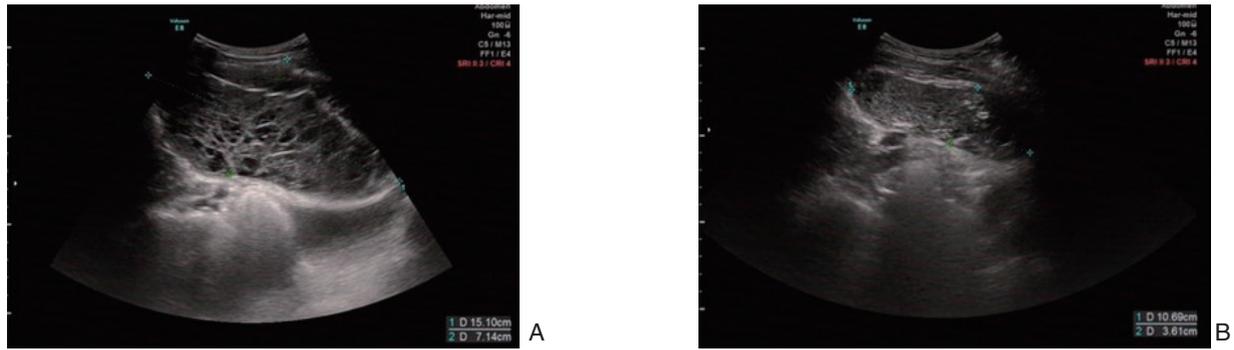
TAPP 组患者术后血清肿超声图像 A: 术后 1 个月; B: 术后 3 个月
